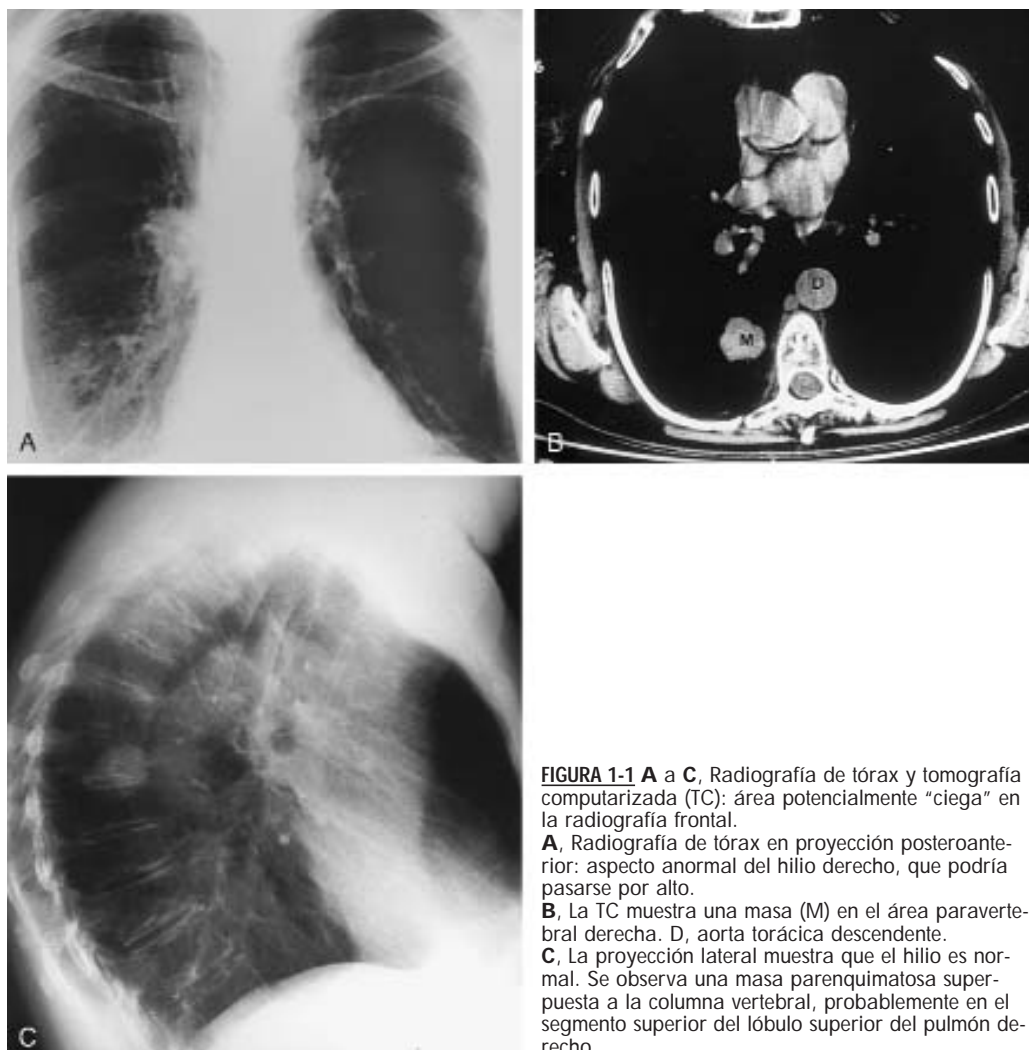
A a C, Radiografía de tórax y tomografía computarizada (TC): área potencialmente “ciega” en la radiografía frontal.
